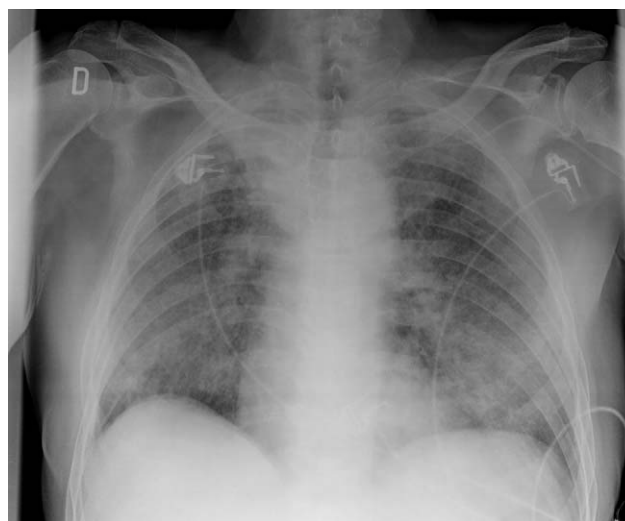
Radiografía de tórax. Patrón de infiltrado alveolar bilateral.
